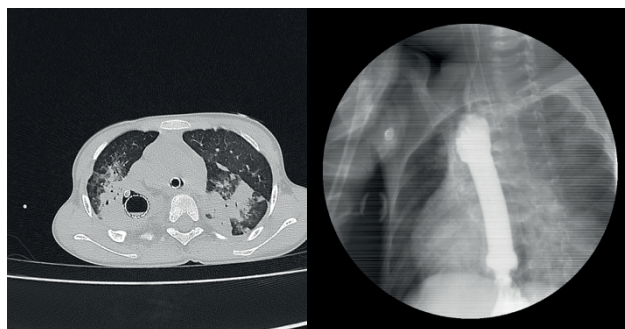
1A. TC de tórax, axial: engrosamiento circunferencial del esófago distal acompañado de amplias áreas de consolidación pulmonar bilateral con broncograma aéreo, sugestivas de neumonía aspirativa. 1B. Estudio esofagogastroduodenal con contraste hidrosoluble, AP: opacificación de la vía aérea distal, incluyendo tráquea y bronquios principales, en relación con recidiva de fístula traqueoesofágica.
